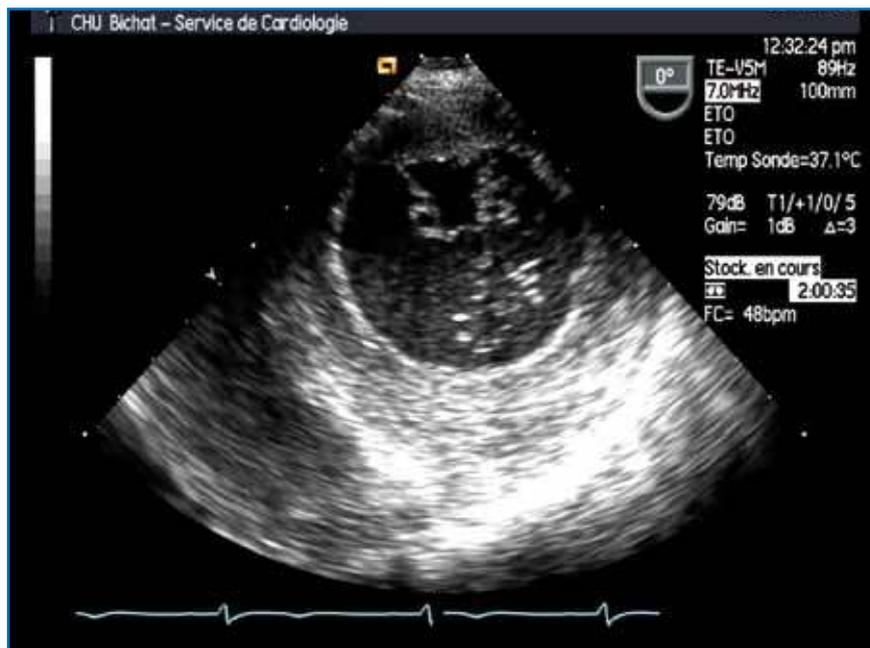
Plastie mitrale percutanée par le Mitraclip. En haut, le dispositif est introduit à travers l'orifice mitral et ouvert dans le ventricule gauche sous guidage par échographie transœsophagienne. En bas, le clip est fermé puis laissé en place.
